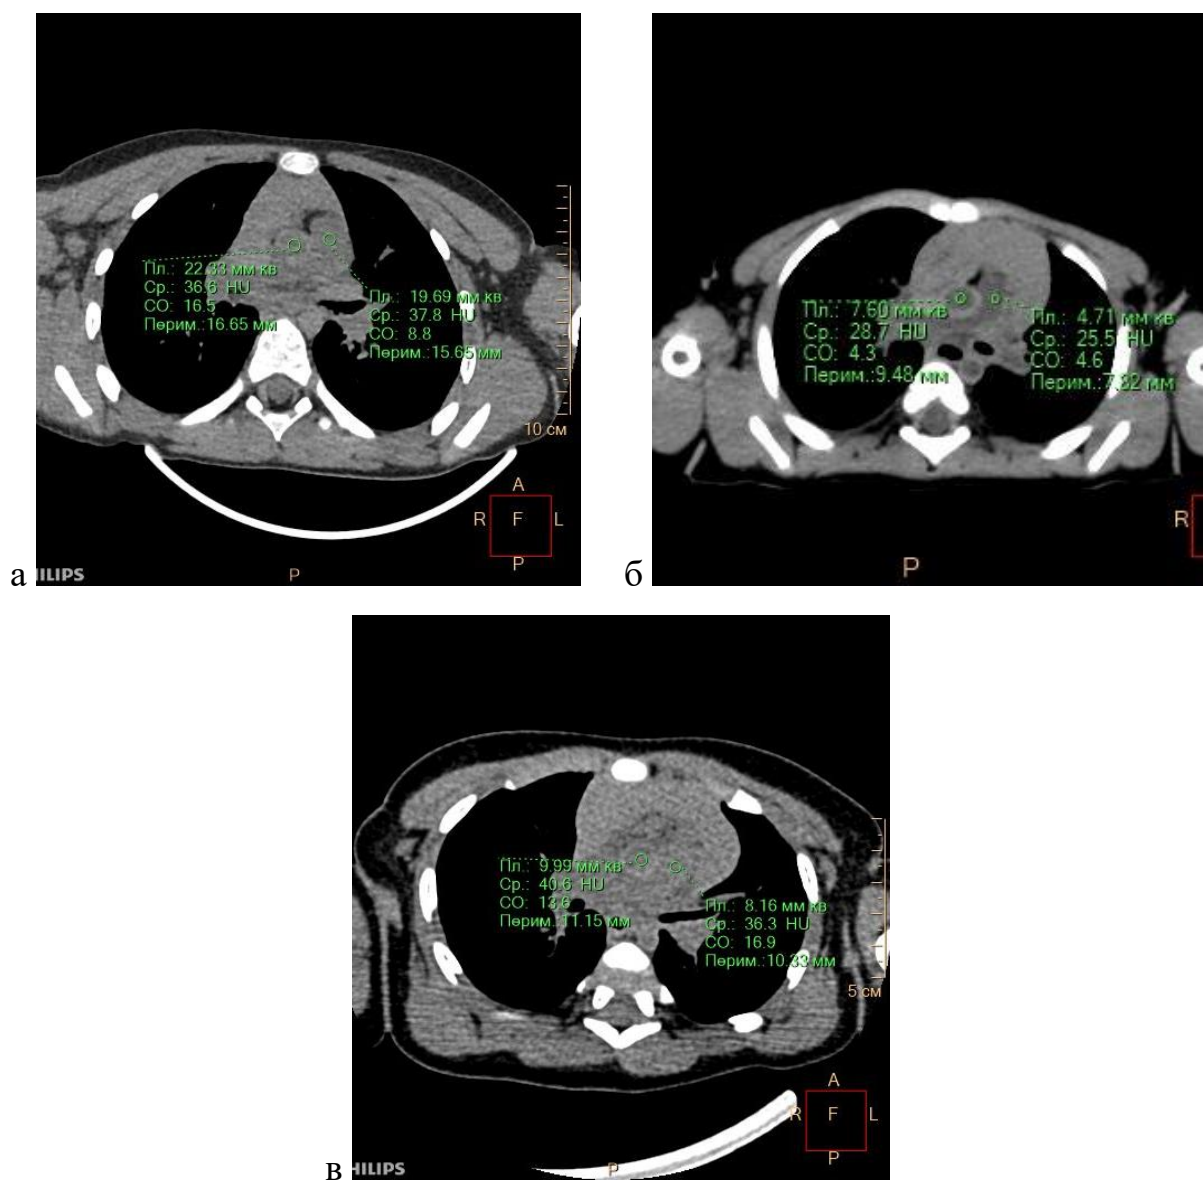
а, б, в - КТ-плотность (НУ) крови в восходящем отделе аорты и в легочном стволе. Посмертное КТ-исследование
